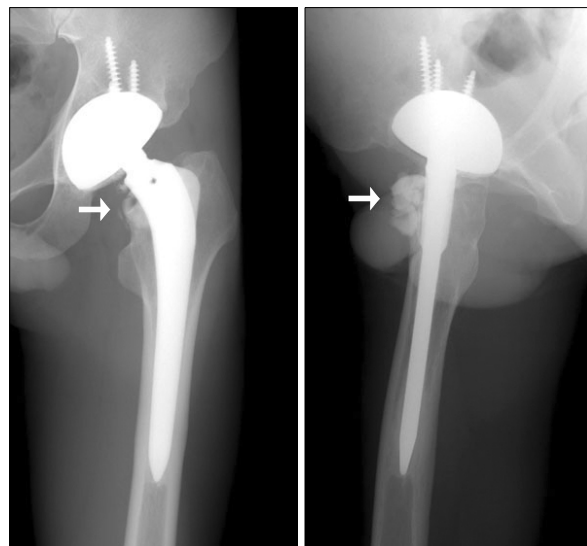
A radiograph shows the fracture of the ceramic femoral head.
